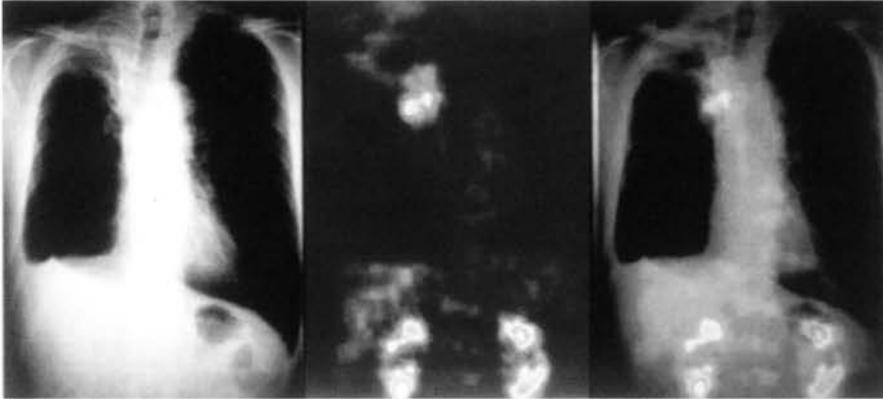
a胸部単純写真. b FDG-PET冠状断面像. c 合成画像.
